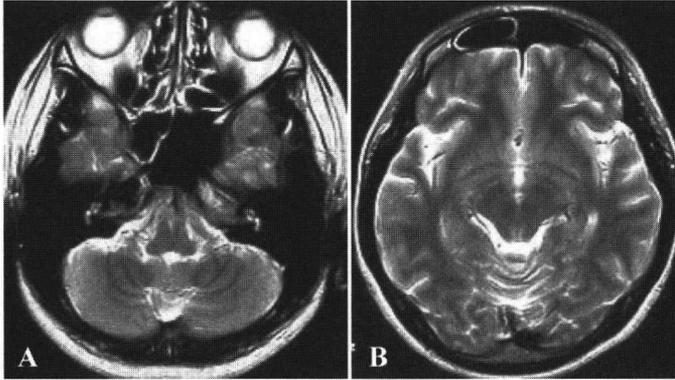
症例1の頭部MRI所見：篩骨洞の粘膜肥厚が認められる（A）. 前頭洞も大きい（B）.
